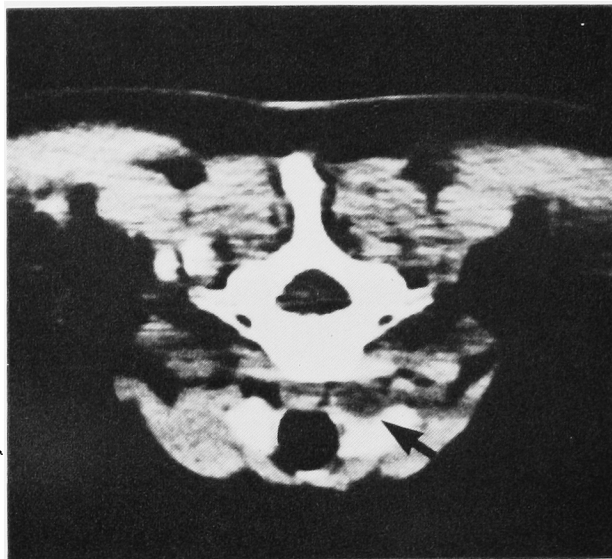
Case 2. CT-scan (SN 65) demonstrates appearance of low density area (arrow)
